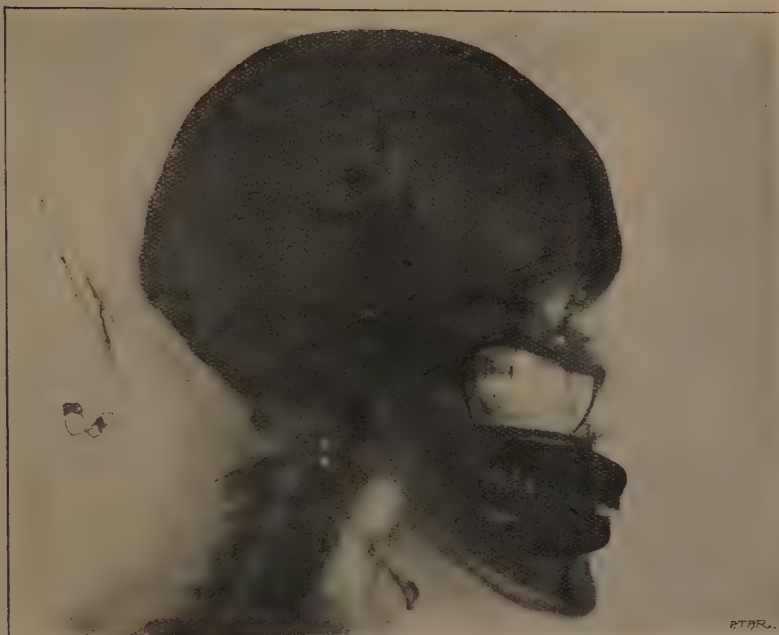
Nouvelle radiographie du cas 9 dix-huit mois après l'opération. Elle illustre la reconstruction osseuse autour des autogreffes.
